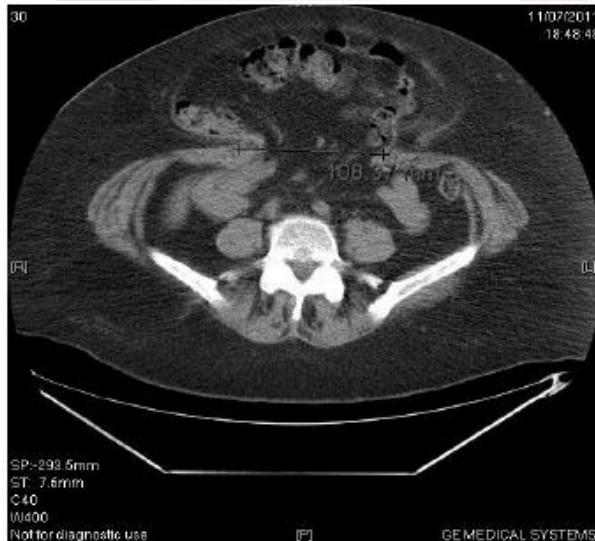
Tomografía de hernia con pérdida de dominio sin neumoperitoneo
